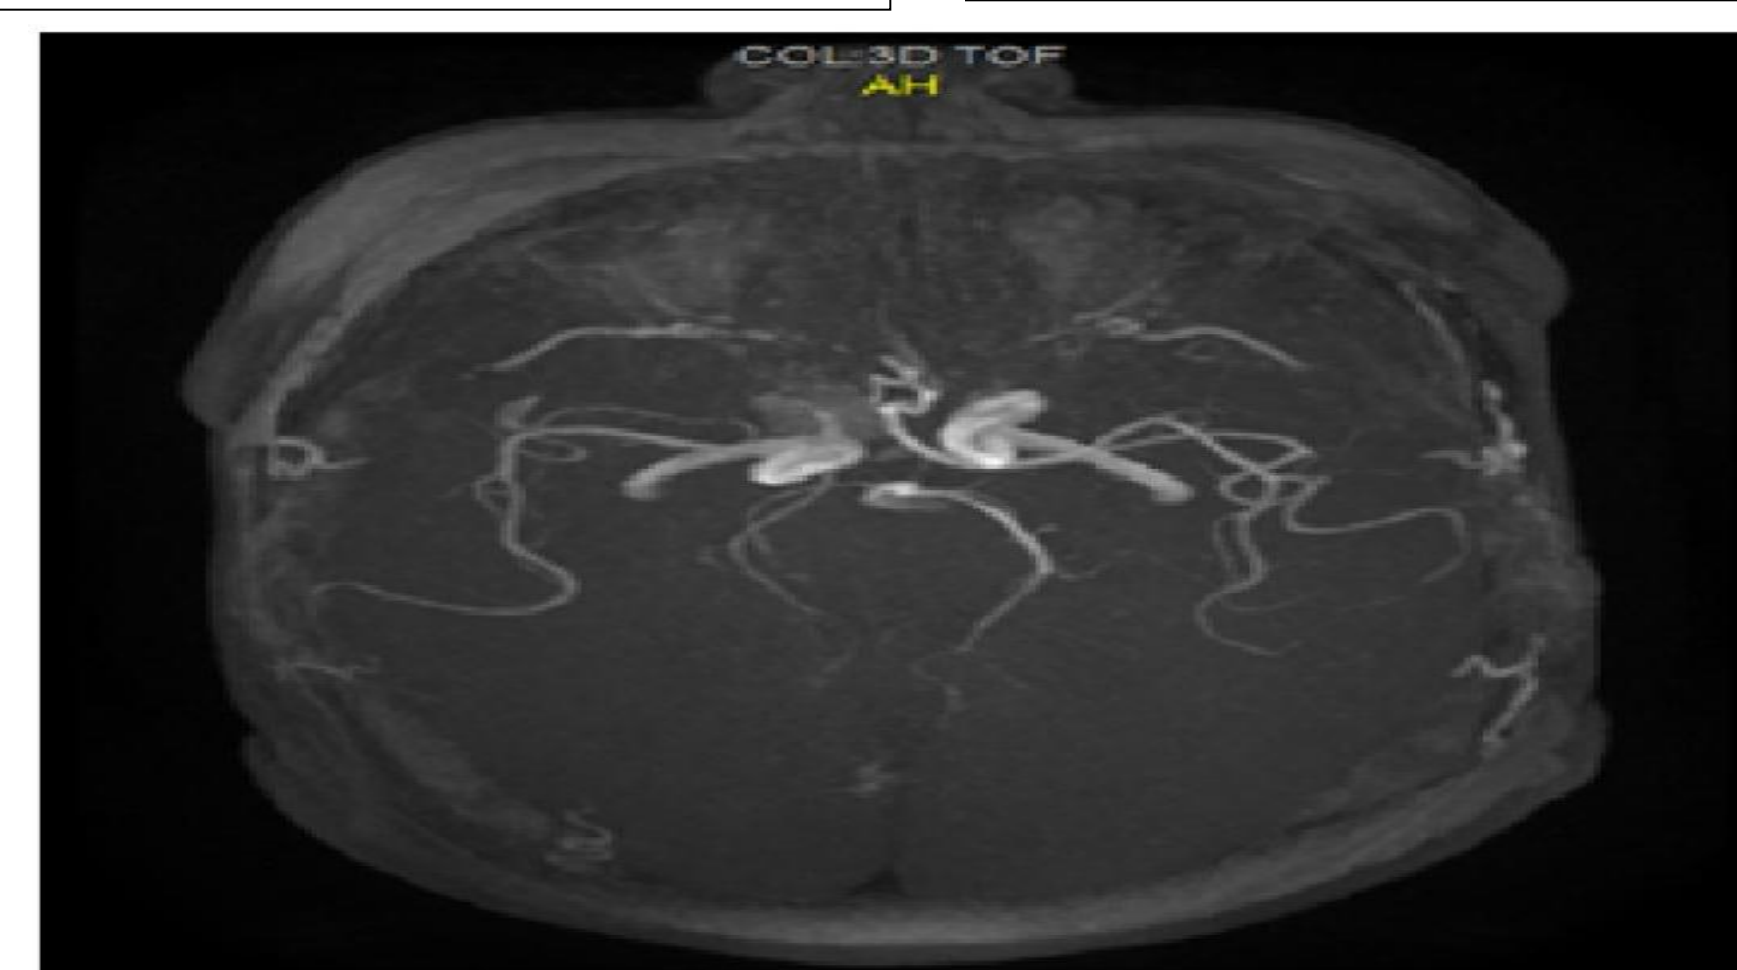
Angio IRM cérébrale montrant l'anévrisme carotidien intra et latéro sellaire non rompu.
